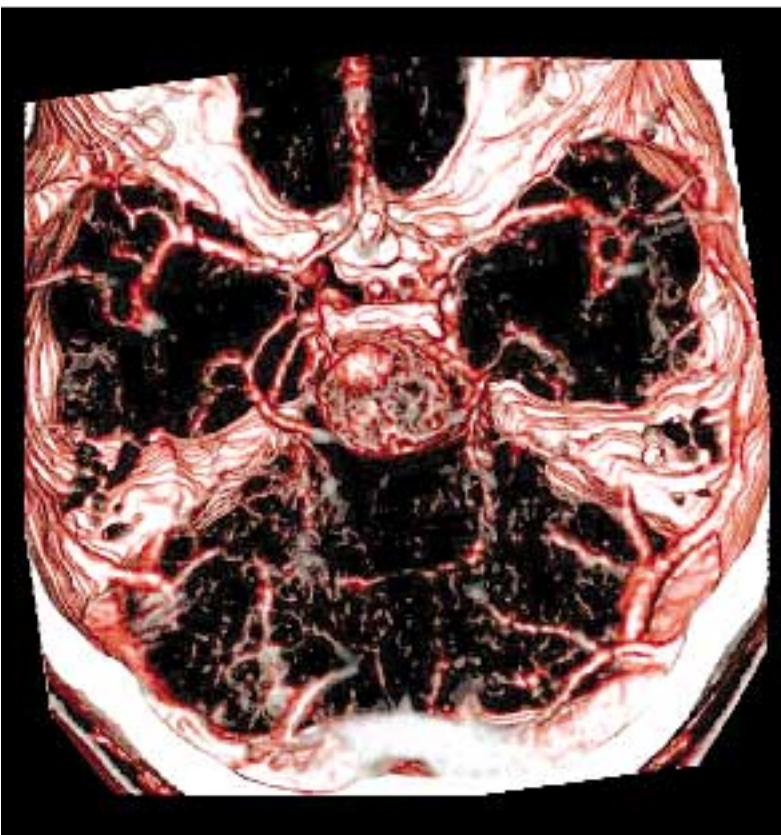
„Basilaris Tip Aneurysma“ basierend auf einer CT-Angiographie.
